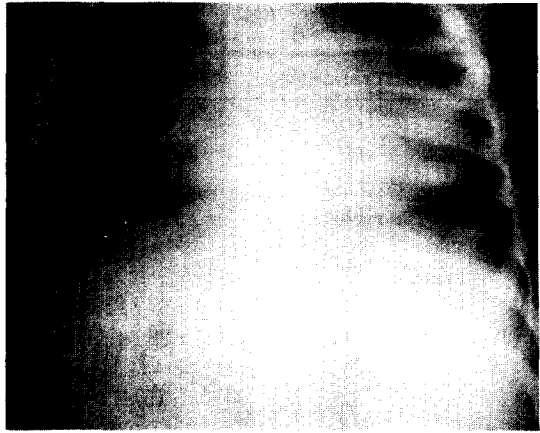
Preoperative Chest x-ray shows cardiomegaly, diminished vascularity in the lung.
